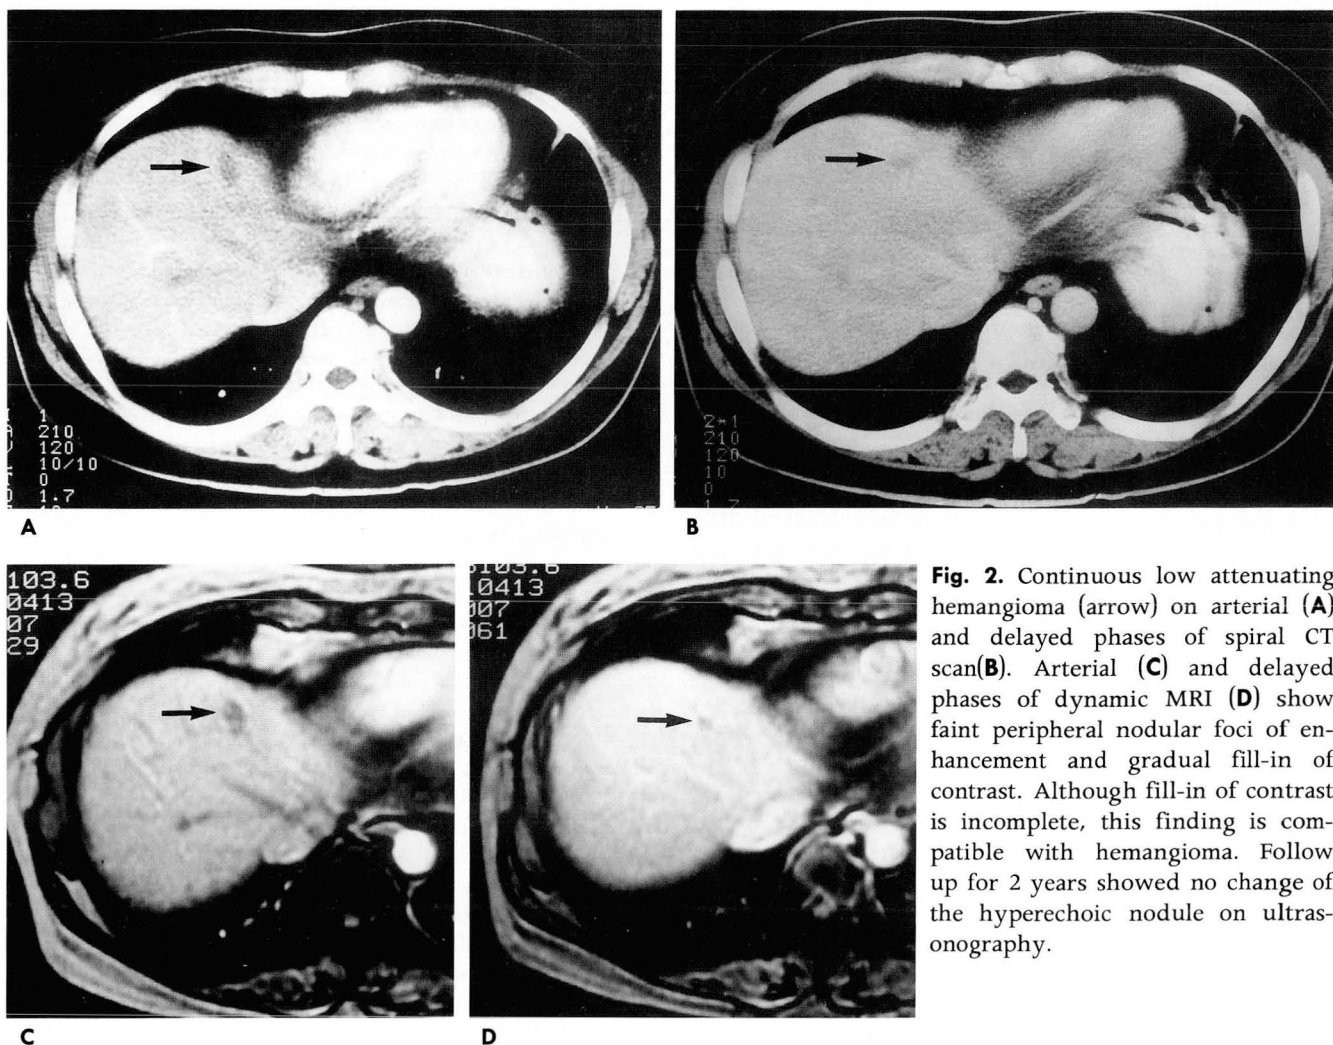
Continuous low attenuating hemangioma (arrow) on arterial (A) and delayed phases of spiral CT scan(B). Arterial (C) and delayed phases of dynamic MRI (D) show faint peripheral nodular foci of enhancement and gradual fill-in of contrast. Although fill-in of contrast is incomplete, this finding is compatible with hemangioma. Follow up for 2 years showed no change of the hyperechoic nodule on ultrasonography.
